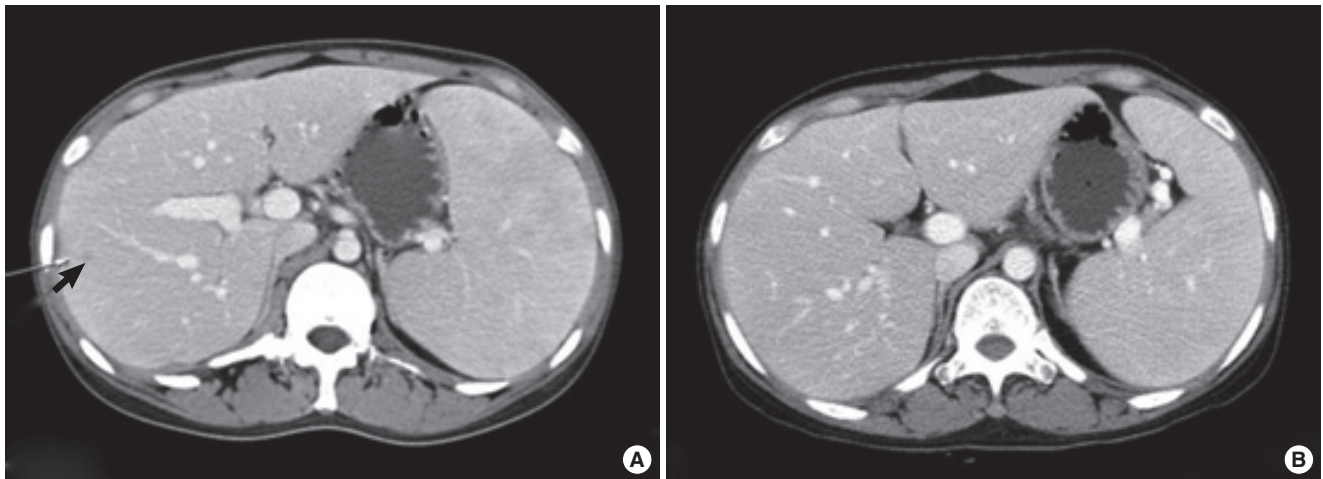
Abdominal computed tomography (CT) scan showing splenomegaly and multiple poorly margined nodules at diagnosis (A), and a slight decrease in splenomegaly can be noted after chemotherapy (B). (A) Initial CT scan showing splenomegaly. (B) Post-chemotherapy CT scan showing a slight decrease in splenomegaly.
